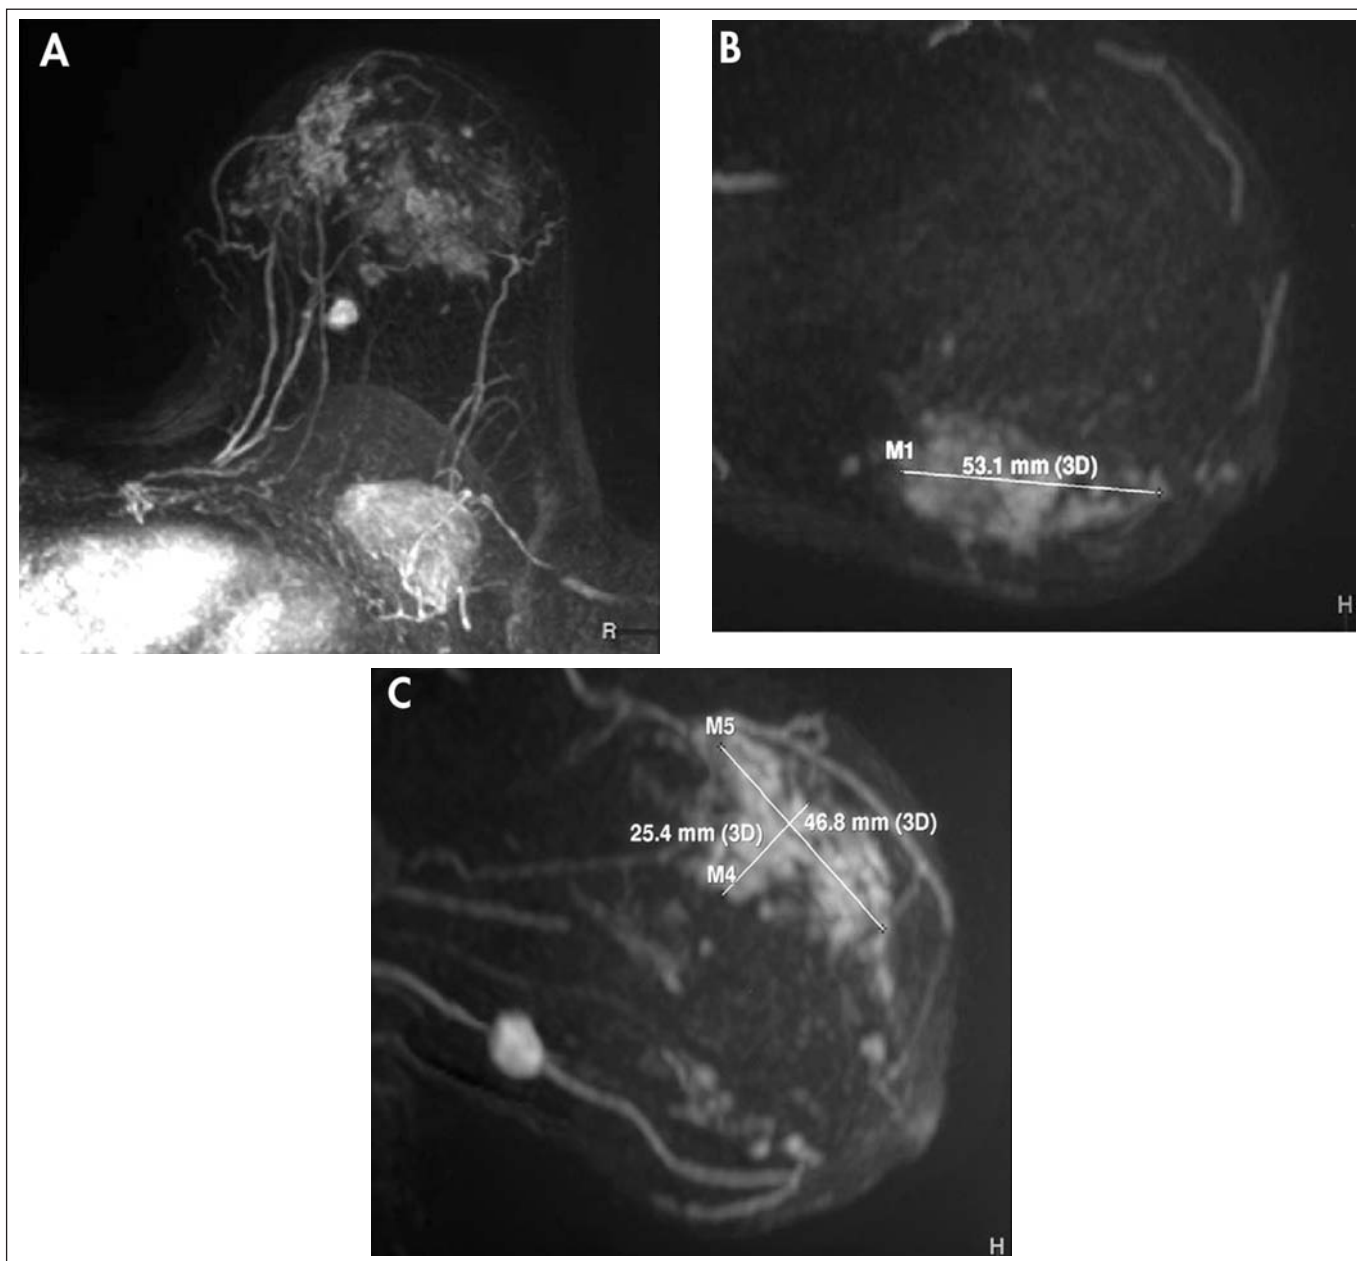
A. RMN mama proyección craneocaudal: lesiones de realce no nodular en el cuadrante externo e interno sospechosas de malignidad, lesión de características indeterminadas y adenopatía axilar de 55 mm. B. RMN mama proyección lateral: área heterogénea en el cuadrante externo de 53 x 48 x 23 mm sospechosa de malignidad. C. RMN mama proyección lateral: área heterogénea de realce no nodular, de 47 x 25 x 26 mm sospechosa de malignidad. Lesión de 12 x 11 mm en cuadrante inferior de características indeterminadas.
